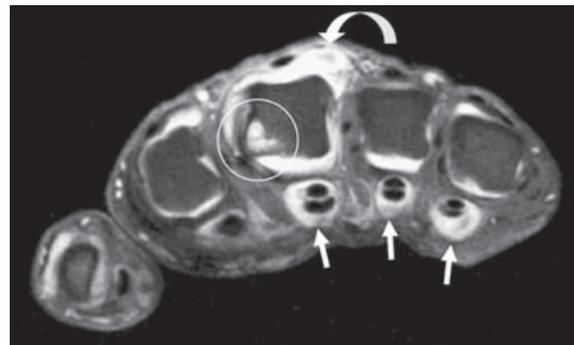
PR débutante : synovite des articulations MCP en IRM.
